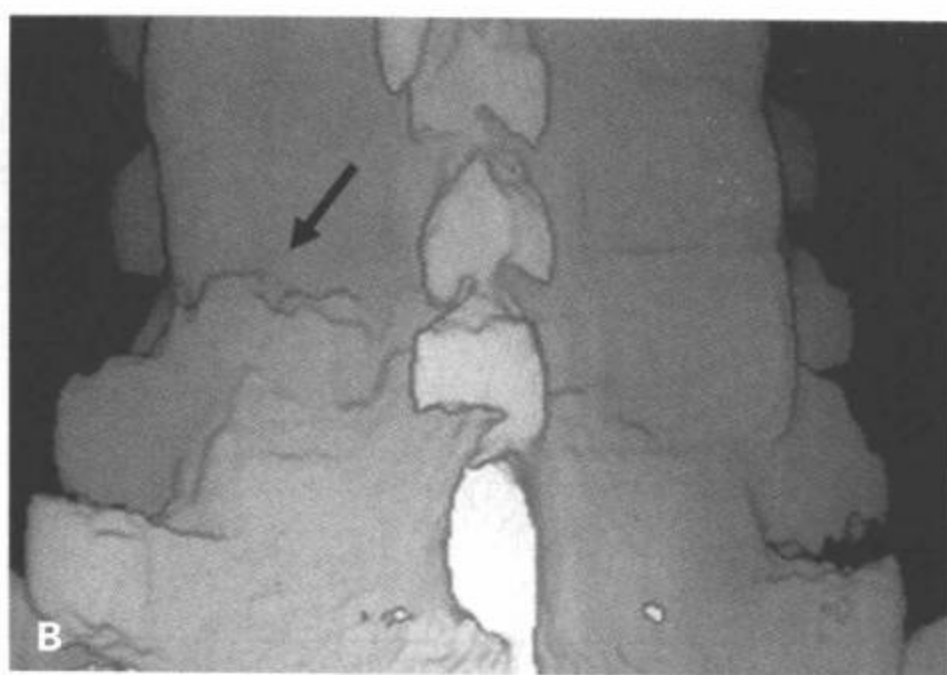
单侧椎小关节脱位。CT 3D重组容积再现侧位(A)、后位(B)和下位(C)观图像从不同的角度显示C6/C7左侧椎小关节半脱位(A和B中箭)。下面观(C)显示旋转病变的成分转向右侧。
